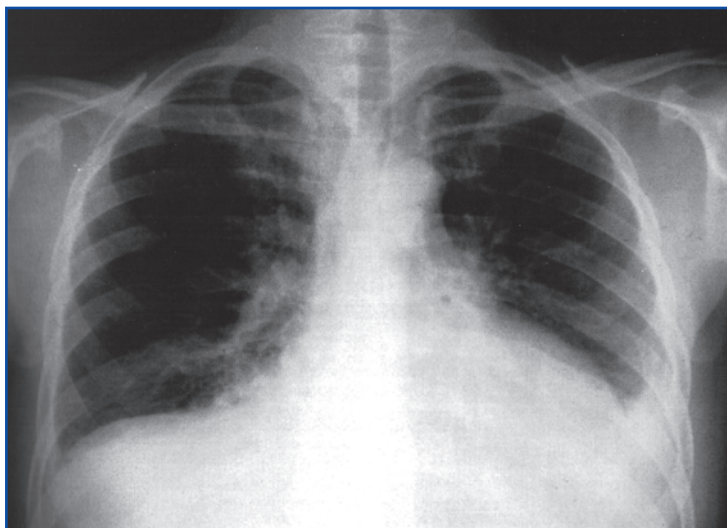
Оглядова рентгенографія грудної клітки: збільшення тіні серця та ознаки легеневого застою (пацієнт із ДКМП та СН)
